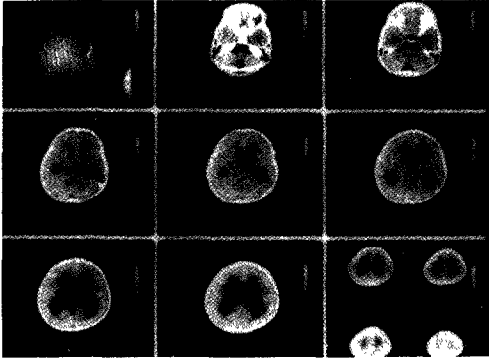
Brain CT scan shows more prominent dilatation of the 3rd. and lateral ventricle rather than the 4th. ventricle.
